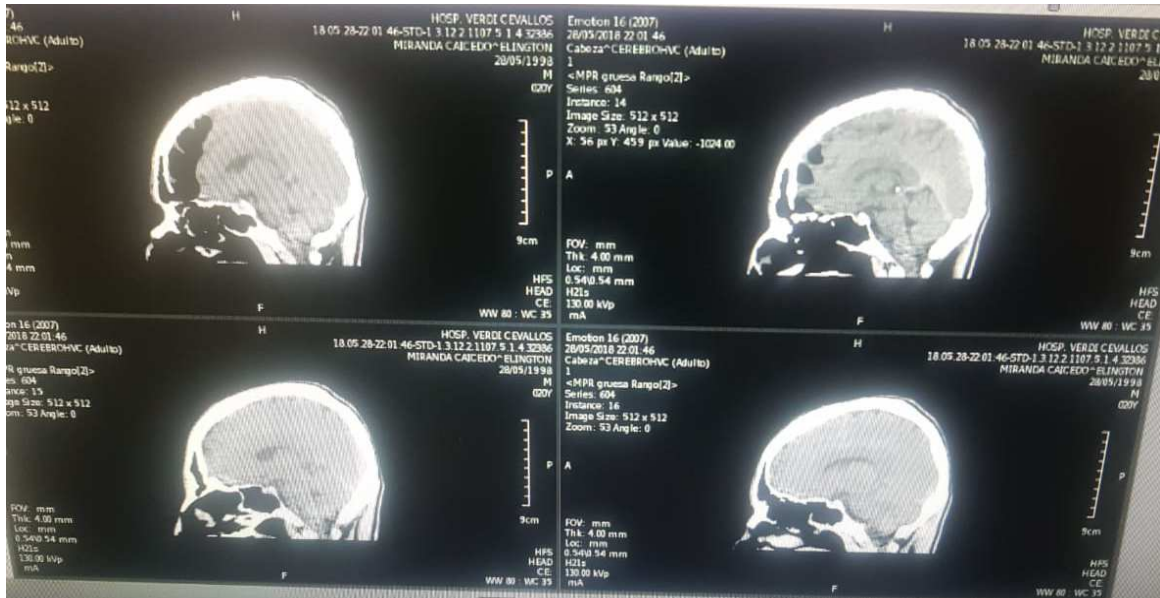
Tomografía de cerebro corte sagital en el que se puede observar de mejor manera la cavidad necrótica causada por el neumocéfalo.
